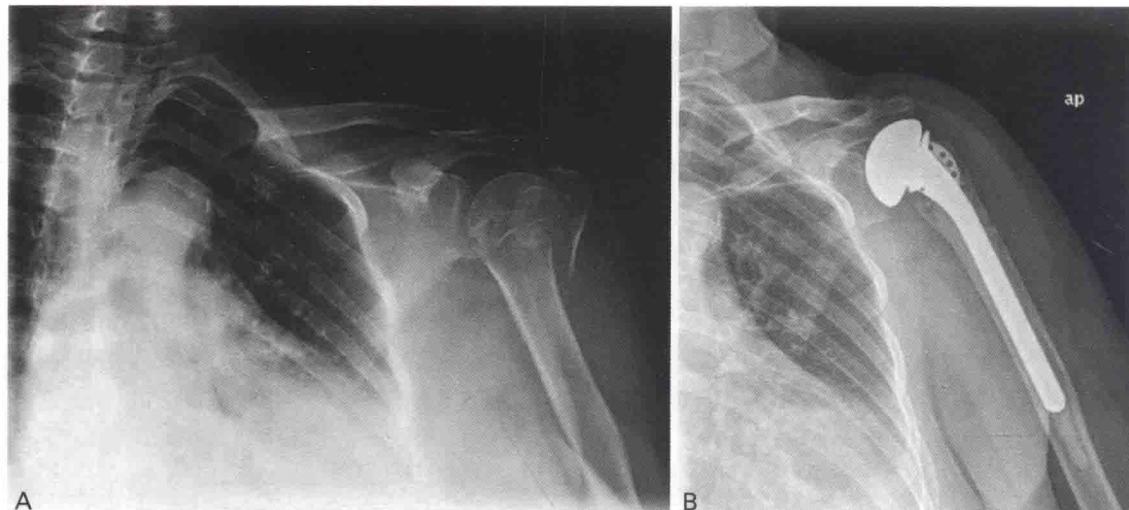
(A) 患者72岁, 胳骨近端复杂骨折, 术前X线片; (B) 半肩置换术后2年X线片, 大结节吸收、肱骨头上移, 患者没有疼痛, 但功能受限明显
